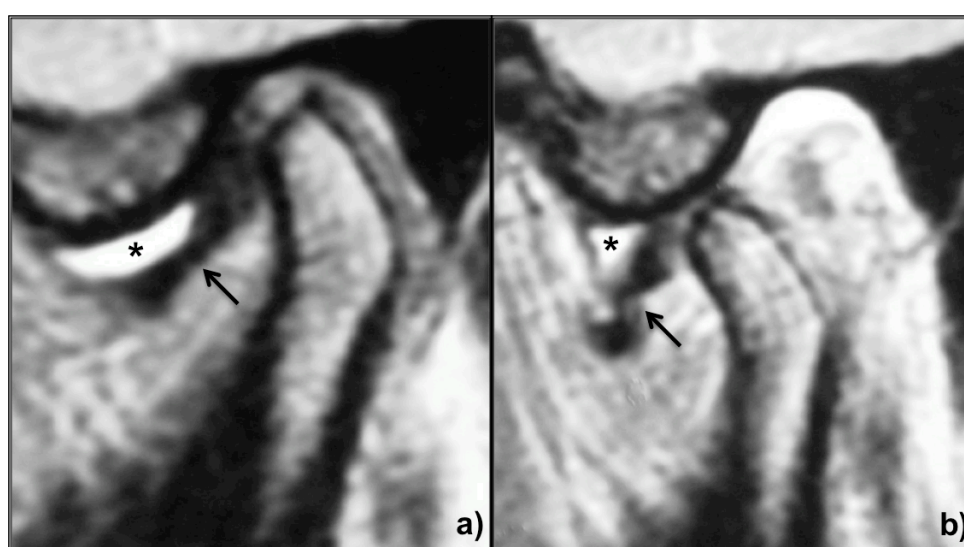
Vista sagital de imagem de ressonância magnética nuclear, em ponderação T1, representando exemplo de alterações em tecidos não-ósseos da articulação temporomandibular observada. a) Em boca fechada, nota-se que o disco articular - área de hipossinal (setas) encontra-se em uma posição anterior a 11:30 horas em relação à cabeça da mandíbula; b) Em boca aberta, observa-se que o disco articular permanece em posição deslocada, caracterizando, portanto, um deslocamento do disco articular sem redução.
